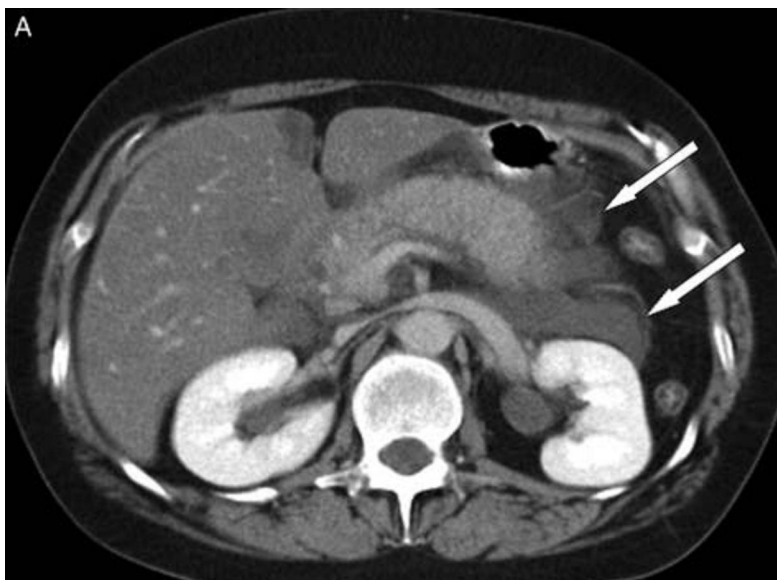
КТ-картина острого отечного панкреатита с формированием острых скоплений экссудата (белыми стрелками показаны границы скоплений). Поджелудочная железа увеличена, имеется негетомогенность и снижение плотности ее паренхимы
